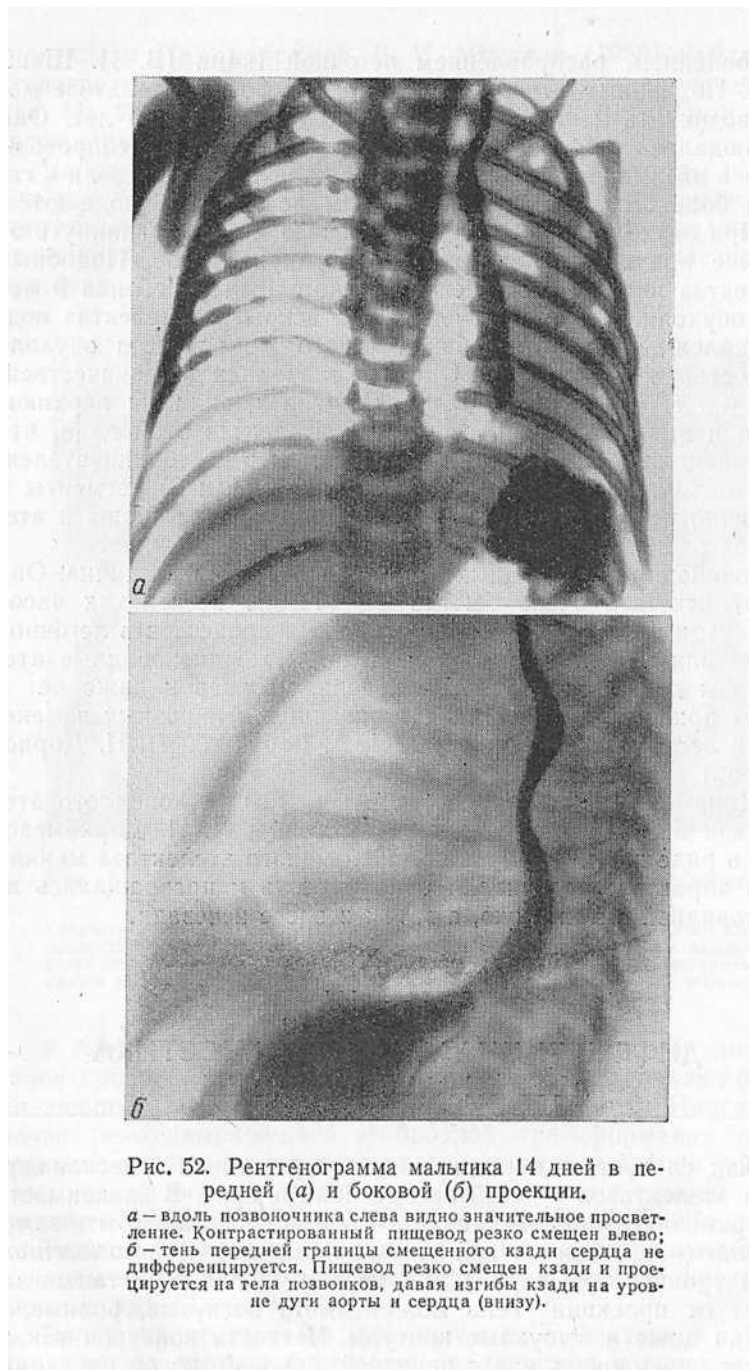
Рентгенограмма мальчика 14 дней в передней (а) и боковой (б) проекции.
